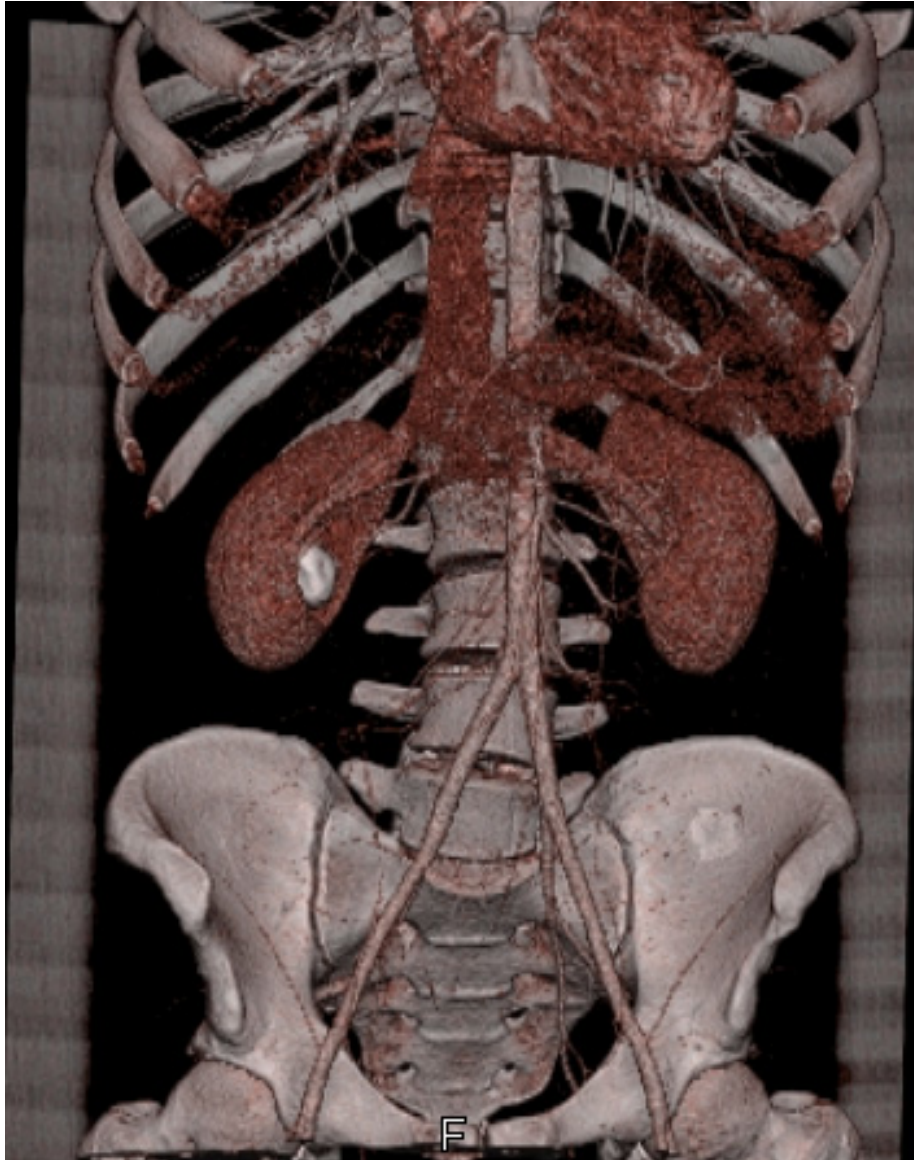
Cortes axiales de TAC abdomino-pélvico con reconstrucción en 3D, inicialmente sin contraste y posteriormente contrastado en fase arterial y fase venosa. Se visualiza un gran cálculo que ocupa los grupos caliciales medio e inferior del riñón derecho, asociado a una pelvis extrarrenal muy dilatada.
